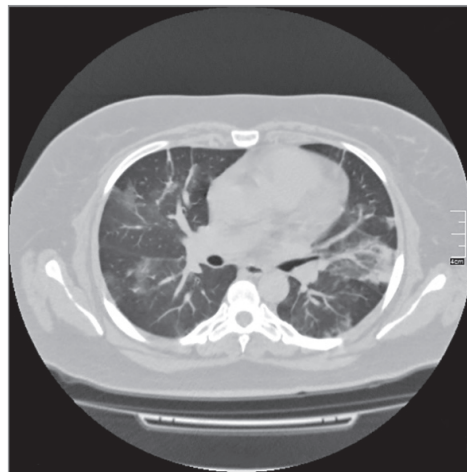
Аксіальний зріз контрольної КТ хворої Т. (від 09.02.2021)
